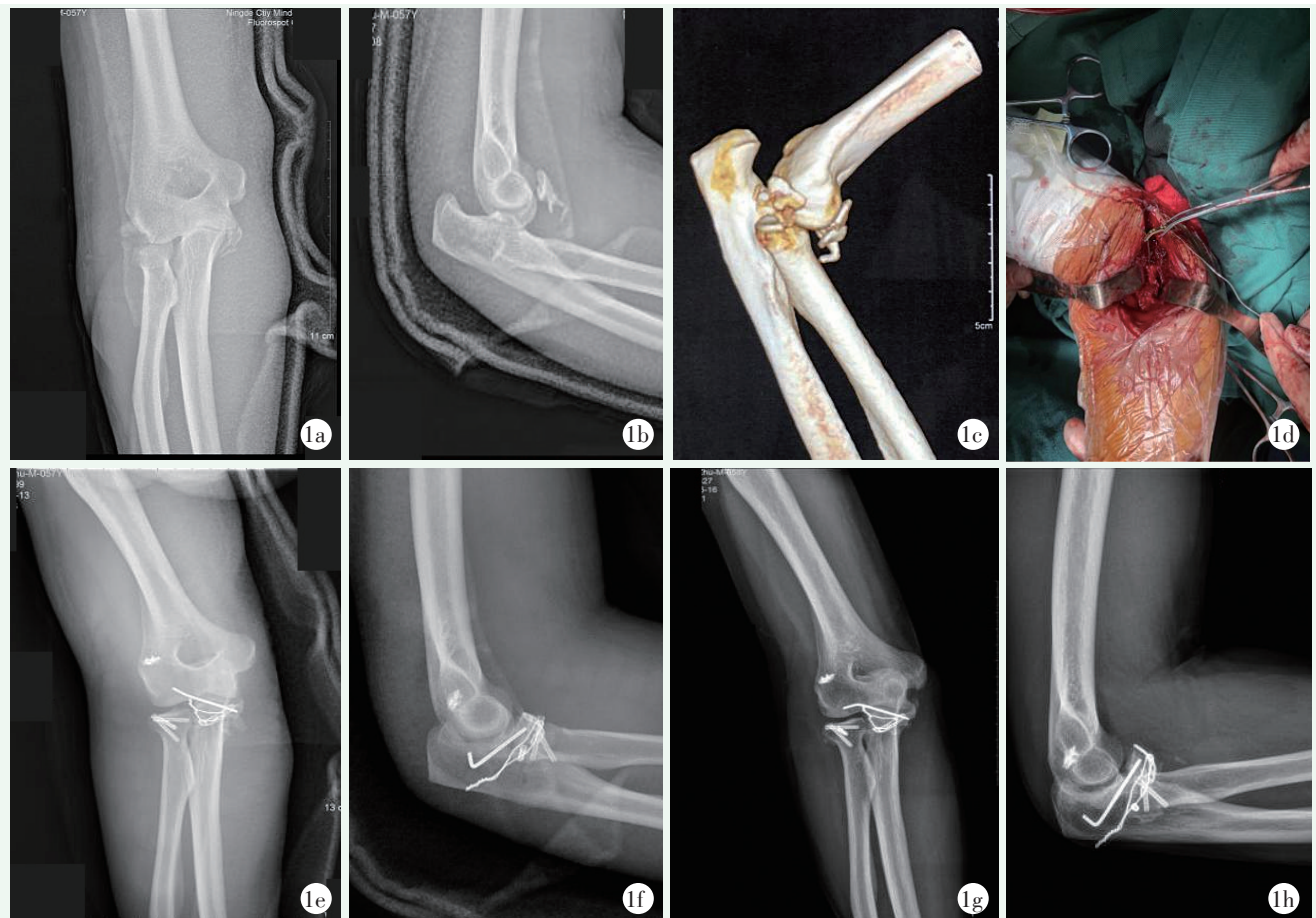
患者男性，57 岁。1a, 1b: 术前正侧位 X 线片示尺骨冠状突及桡骨头骨折；1c: 术前 CT 三维重建；1d: 术中采用前内侧切口显露尺骨冠状突骨折；1e, 1f: 术后即刻正侧位 X 线片示骨折复位良好；1g, 1h: 术后 1 年正侧位 X 线片示骨折骨性愈合，关节同心圆，少量异位骨化。
